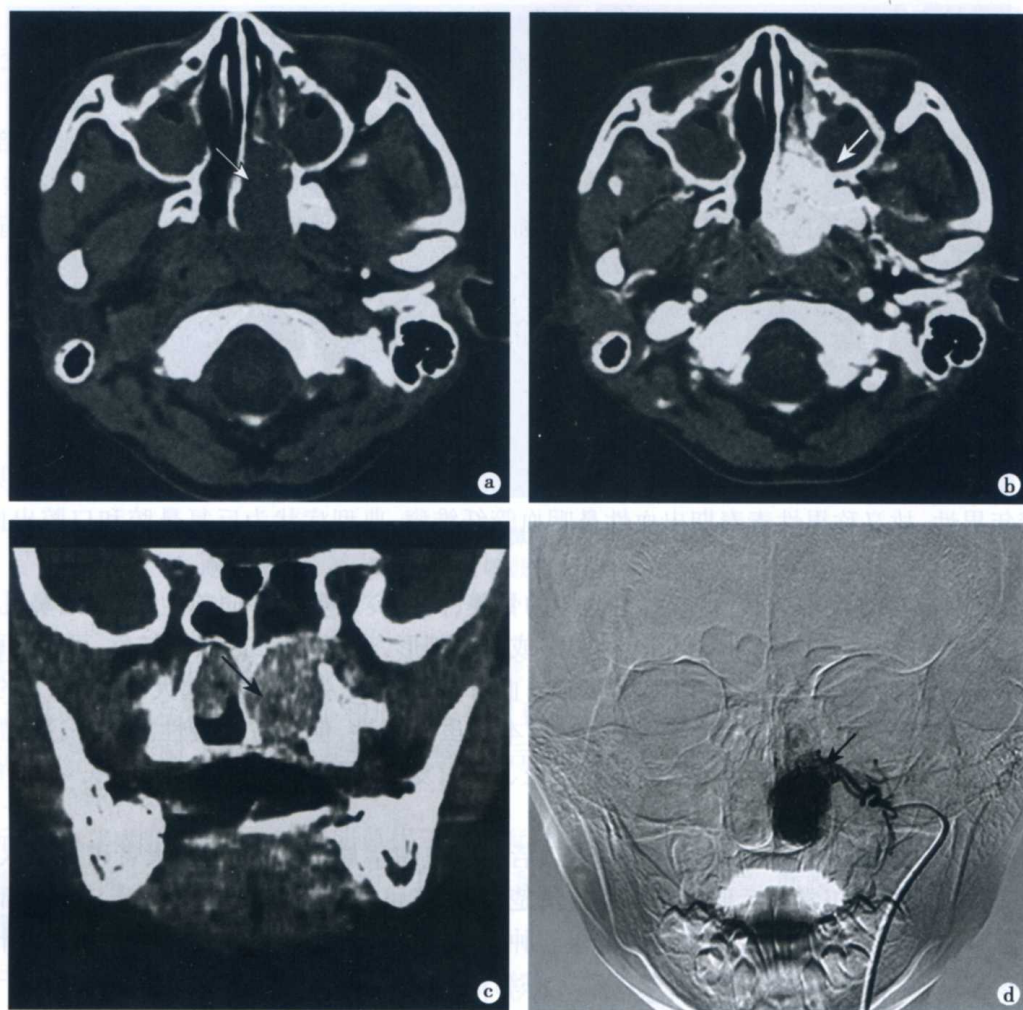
鼻咽血管纤维瘤 CT 及 DSA 表现
